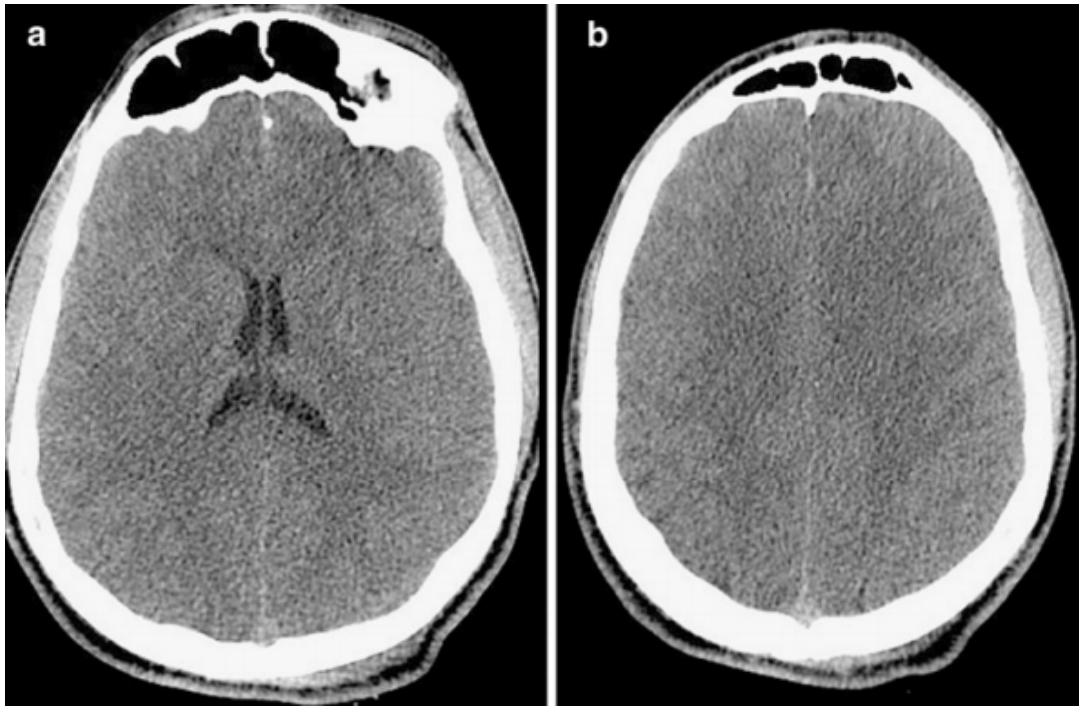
TDM cérébrale en fenêtres parenchymateuses coupes axiales montrant un œdème cérébral diffus.[78]
